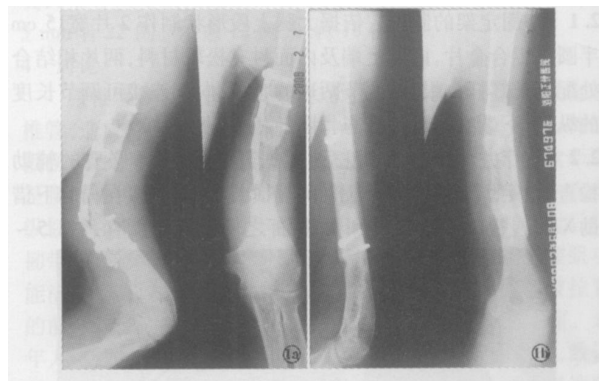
患者, 男, 35岁, 胫骨皮瓣移植 1a 术前 X线片示右肱骨中下段骨缺损植骨未愈合, 钢板断裂, 向前成角畸形; 1b 术后 14周 X线片示胫骨瓣与肱骨骨性愈合, 对位对线良好
